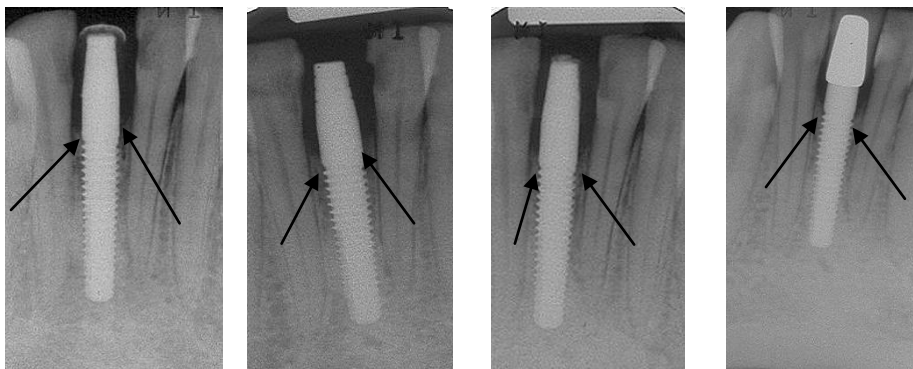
a-e: Röntgenbilder von einem Einzelzahnimplantat (a) postoperativ, (b) 6 Monate postoperativ, (c) 12 Monate Postoperativ und d) 24 Monate postoperativ. Die Pfeile zeigen das Knochenniveau.
